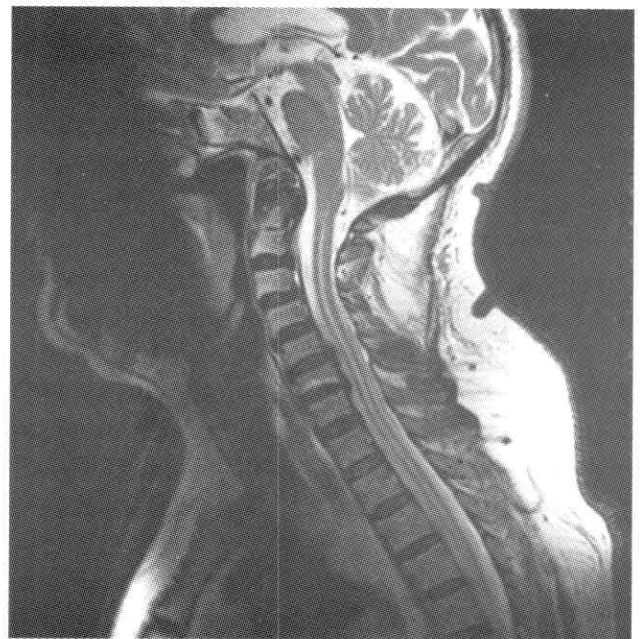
Imagen de Resonancia Magnética donde se evidencia cavidad siringomiélica de columna cervical que se extiende hasta región torácica.
